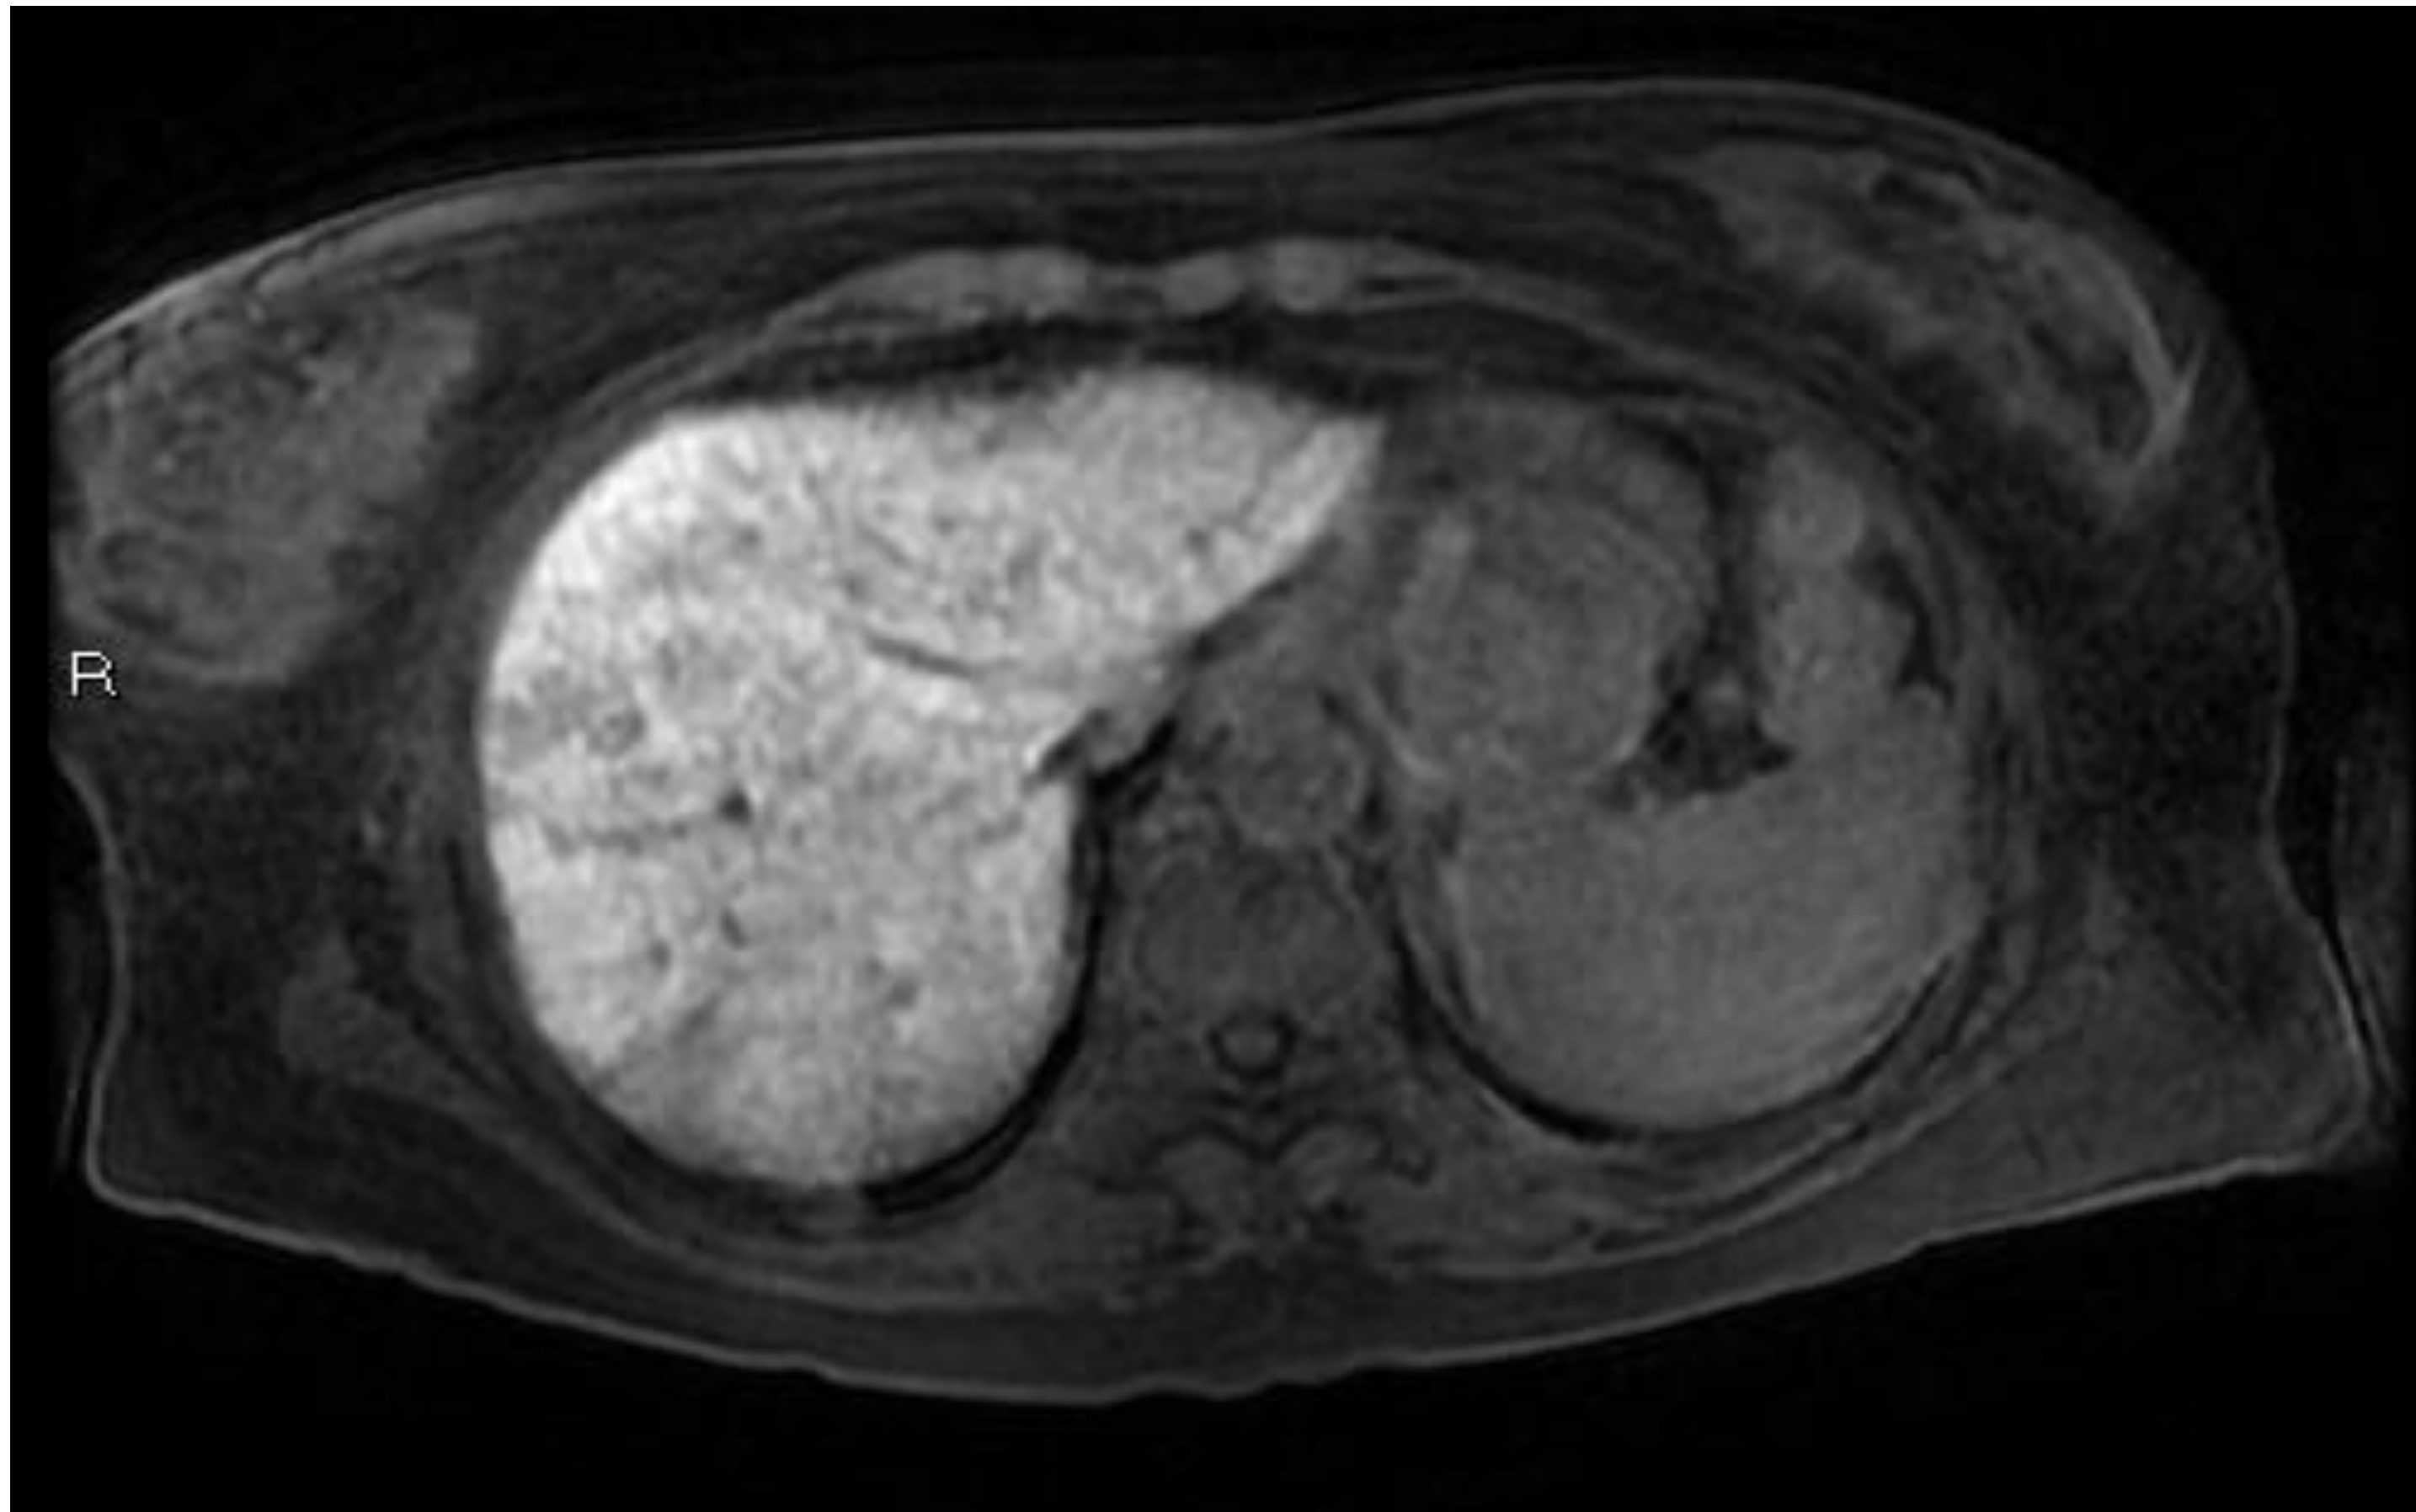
Imagen de RM con contraste hepatobiliar en fase Celular. Hipointensidad parcheada, mal definida por dificultad para la incorporación del contraste hepatobiliar por daño de los hepatocitos centrolobulillares. El bazo había aumentado 1.5cm respecto a estudios previos.
